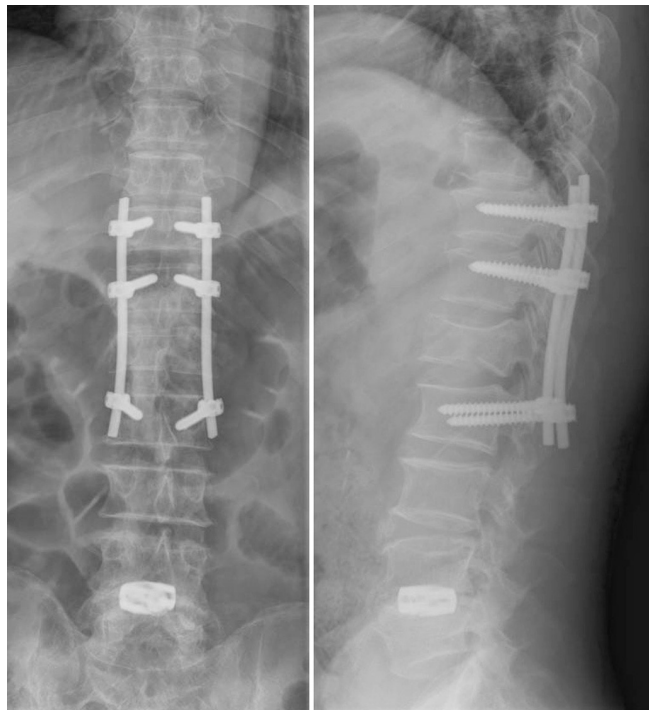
Postoperative anteroposterior and lateral view of plain radiographs shows reduction of body height loss about 12% on L1.
